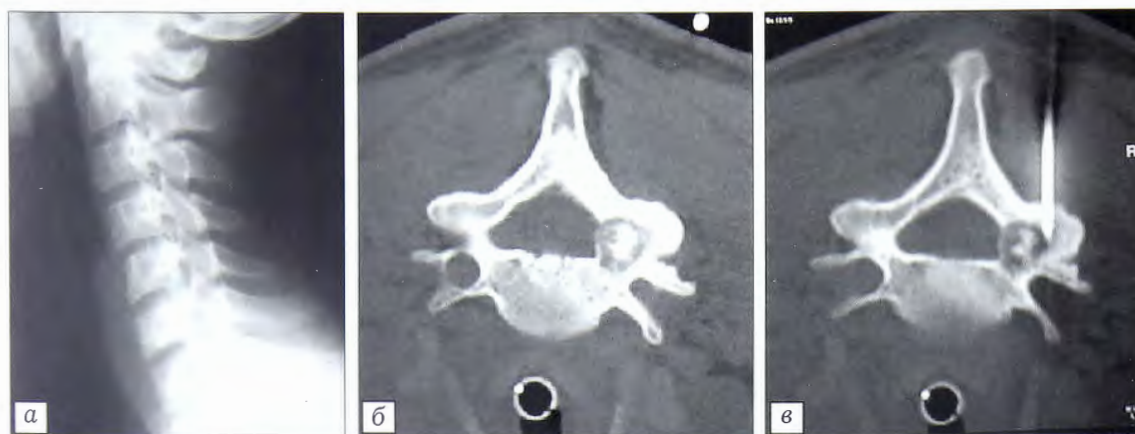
Рентгенограммы (а) и данные МСКТ (б, в) пациента 18 лет с остеобластомой позвонка С6.
